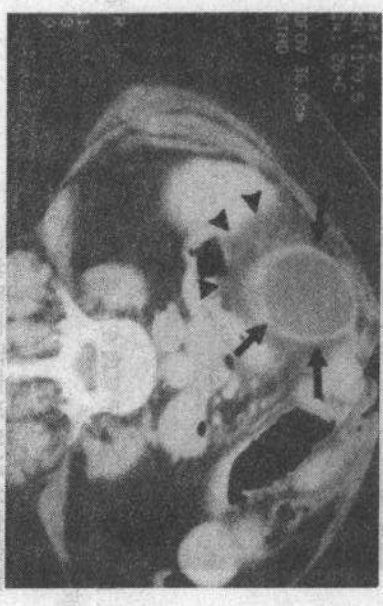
急性胆囊炎,CT显示胆囊扩张,胆囊壁增厚并强化(箭示),胆囊周围脂肪呈炎性改变(箭头示)
